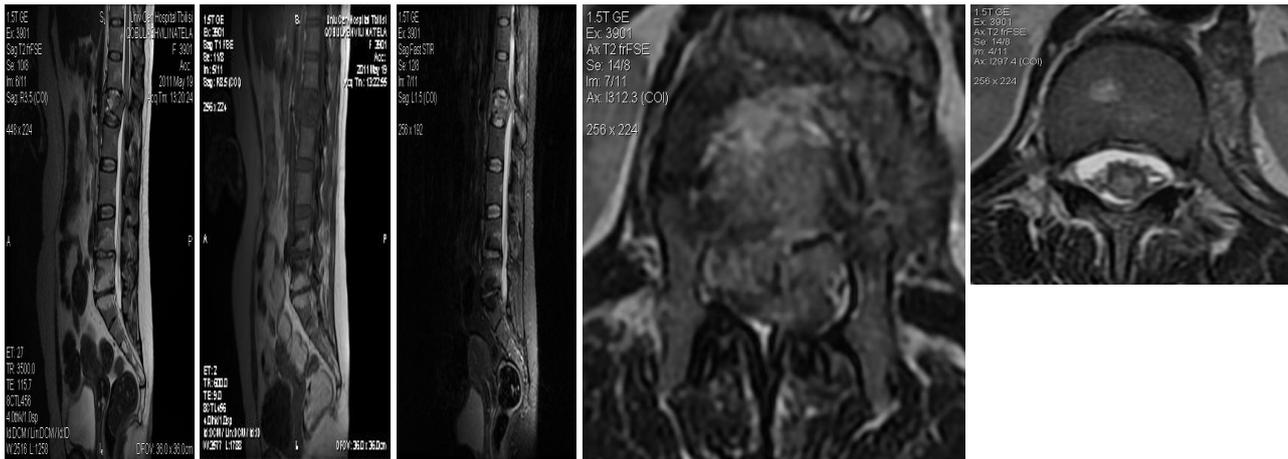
MRT- T1, T2, STIR-взвешенные изображения, сагиттальные срезы, T2-взвешенные аксиальные срезы. Определяется оскольчатый перелом L1 позвонка с дорсальной дислокацией фрагментов и компрессией спинного мозга, повреждение межостистых связок на уровне L1/L2, прервтербральная сублигаментарная гематома на уровне Th12-L2, контузия спинного мозга
